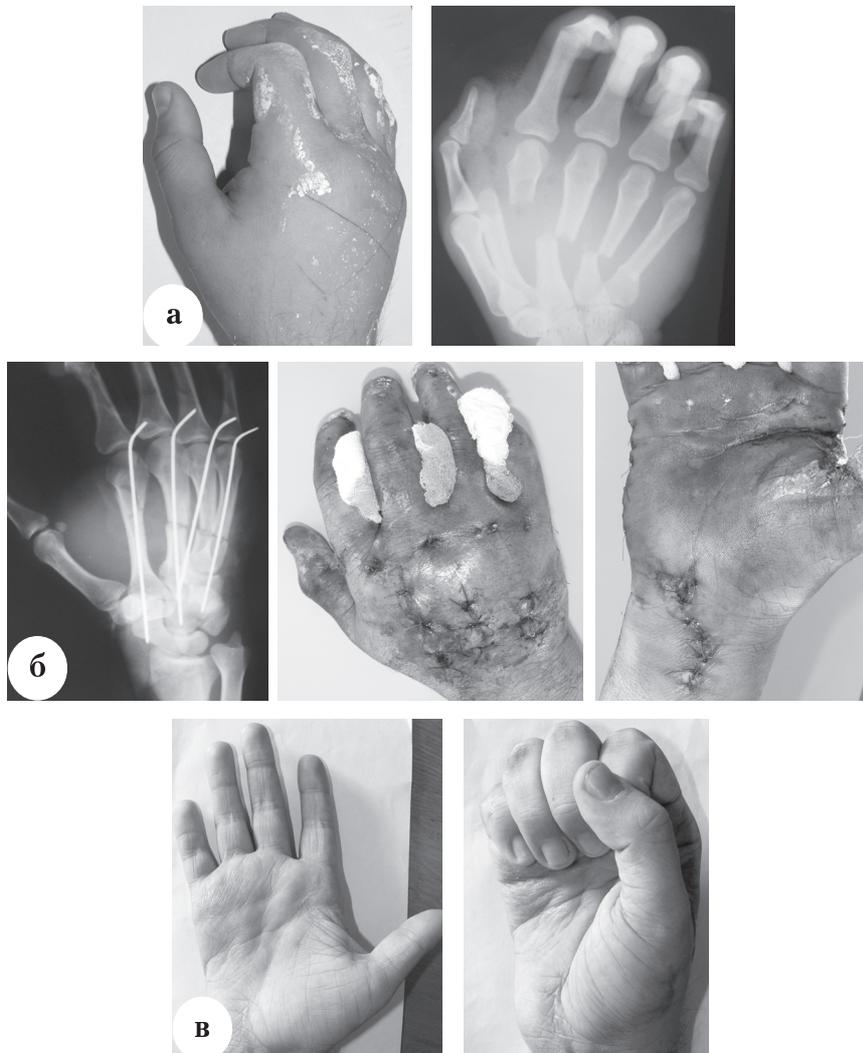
Внешний вид и рентгенограммы правой кисти больного З., 30 лет: а – при поступлении; б – после оказания неотложной специализированной травматологической помощи; в – через 3 месяца после травмы
